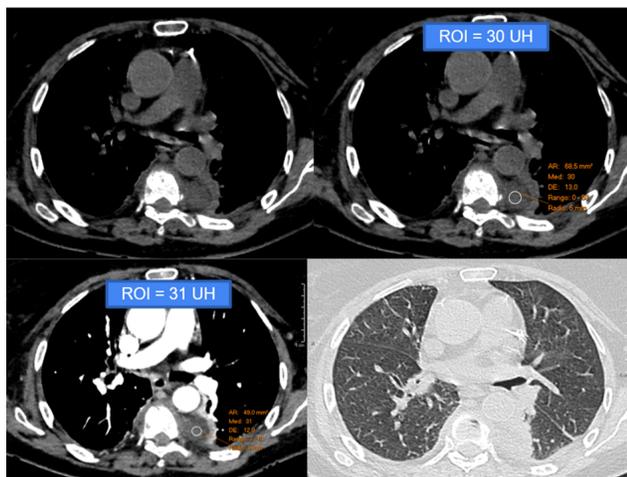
AngioTC de tórax para estudio de arterias pulmonares. Como en la figura 3, no se aprecian signos de patología pulmonar indicativa de tromboembolismo. Sin embargo, se observa un área mal delimitada de baja densidad en la región paravertebral izquierda, a la altura de D6, que muestra valores de densidad intermedios sin variación significativa en el estudio pre y poscontraste. Este hallazgo plantea diagnóstico diferencial entre hematoma o absceso paravertebral. ROI = Región de interés. Se mide en unidades Hounsfield (UH), que mide la densidad de los tejidos en TC.
